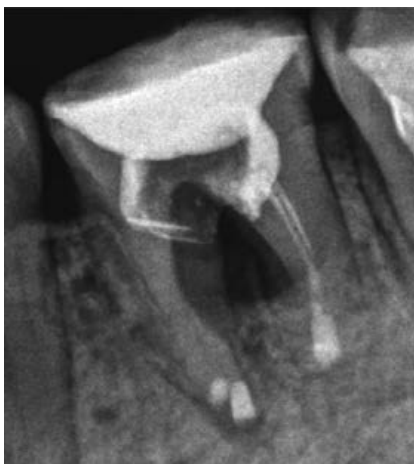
Прицельная внутриротовая рентгенограмма зуба 3.6. Год и два месяца после реплантации.
